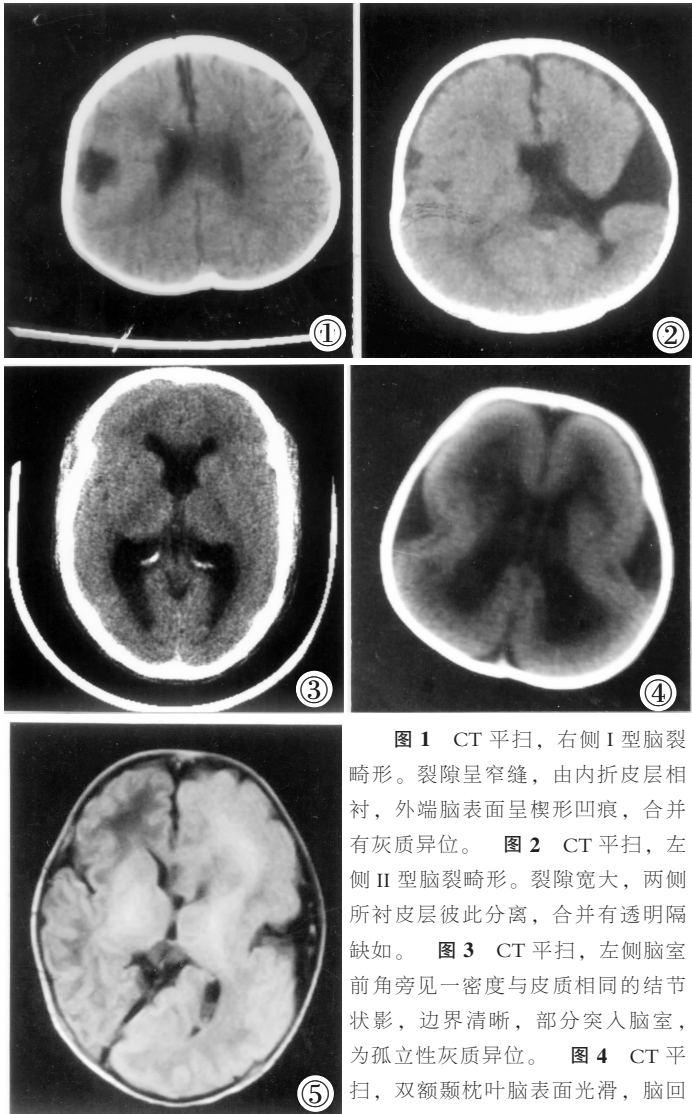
CT 平扫, 右侧 I 型脑裂畸形。裂隙呈窄缝, 由内折皮层相衬, 外端脑表面呈楔形凹痕, 合并有灰质异位。图 2 CT 平扫, 左侧 II 型脑裂畸形。裂隙宽大, 两侧所衬皮层彼此分离, 合并有透明隔缺如。图 3 CT 平扫, 左侧脑室前角旁见一密度与皮质相同的结节状影, 边界清晰, 部分突入脑室, 为孤立性灰质异位。图 4 CT 平扫, 双额颞枕叶脑表面光滑, 脑回完全缺如, 脑皮质增厚, 脑室扩大, 为光滑脑。图 5 MR 平扫, 左颞叶脑回变宽、变扁, 皮质局限性增厚, 为巨脑回畸形。
